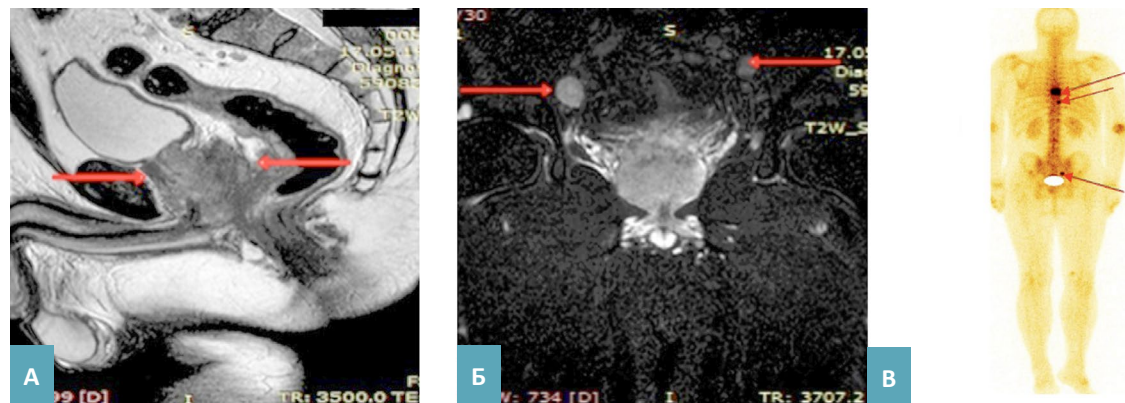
А–В. Магнитно-резонансные томограммы с контрастом (А–Б) и остеосцинтиграмма (В) пациента А., 59 лет. А – малый таз, сагиттальная проекция, Б – аксиальная.
